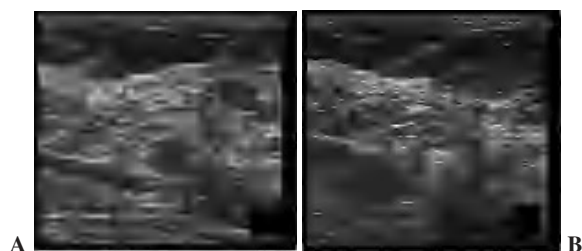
Nódulo hipoeoico visible en la ecografía (A). Durante la inyección del radiotrazador se produce un cambio de la ecogenidad en el extremo de la aguja (B).
